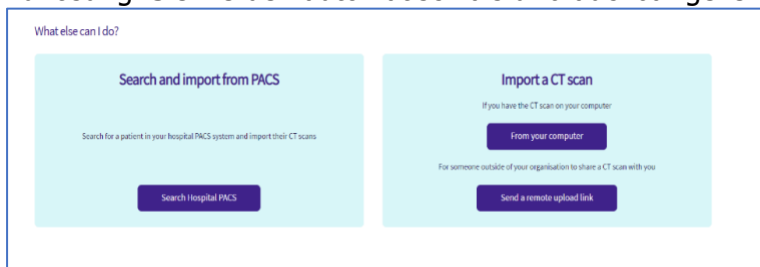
Buttons (Schaltflächen) zum Import von CT-Scans im Krankenhaus-Vault
